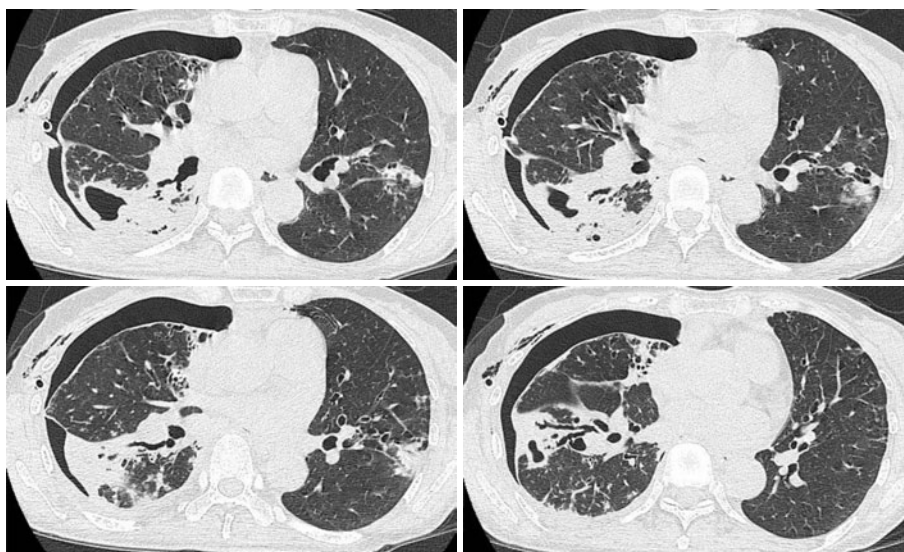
High-resolution CT scan of the lung shows residual pneumothorax with visceral pleural thickening in the right lung with a chest tube and an infiltrative/nodular shadow with bronchiectasis in the left lower lobe and right middle lobe. A cavity with infiltrative shadow and bronchiectasis are seen over the S² region and the lower lobe in the right lung.
